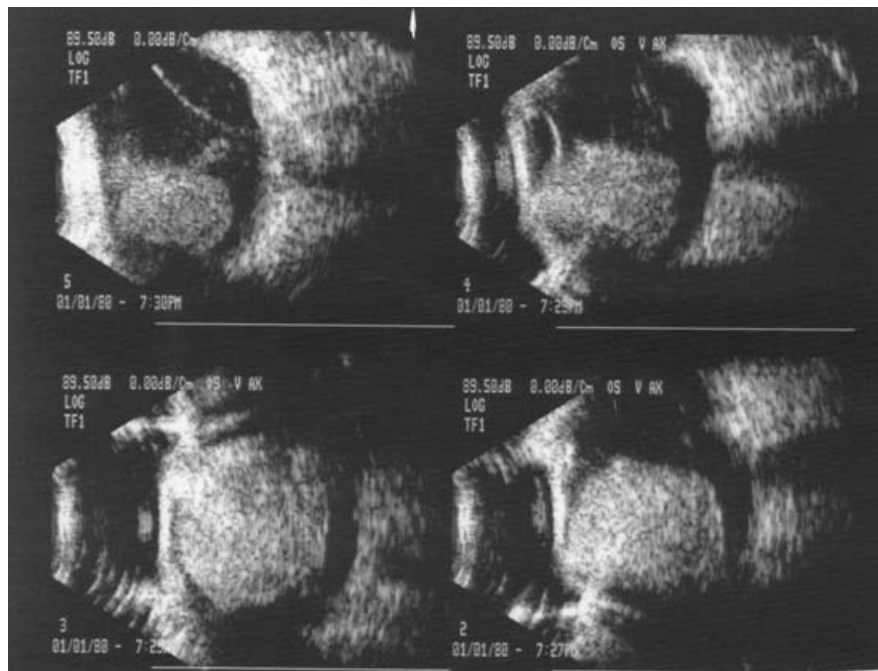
Ecografía modo A/B del OD en que se observa una masa ocupativa de alta reflectividad de 13 mm de ancho por 19 mm de alto, con gran vascularización interna y desprendimiento de retina exudativo secundario.
